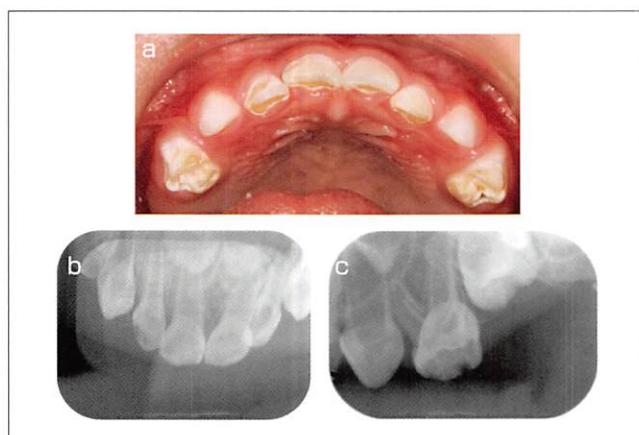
1歳7か月児の口腔内写真（a）およびX線画像（b,c）
